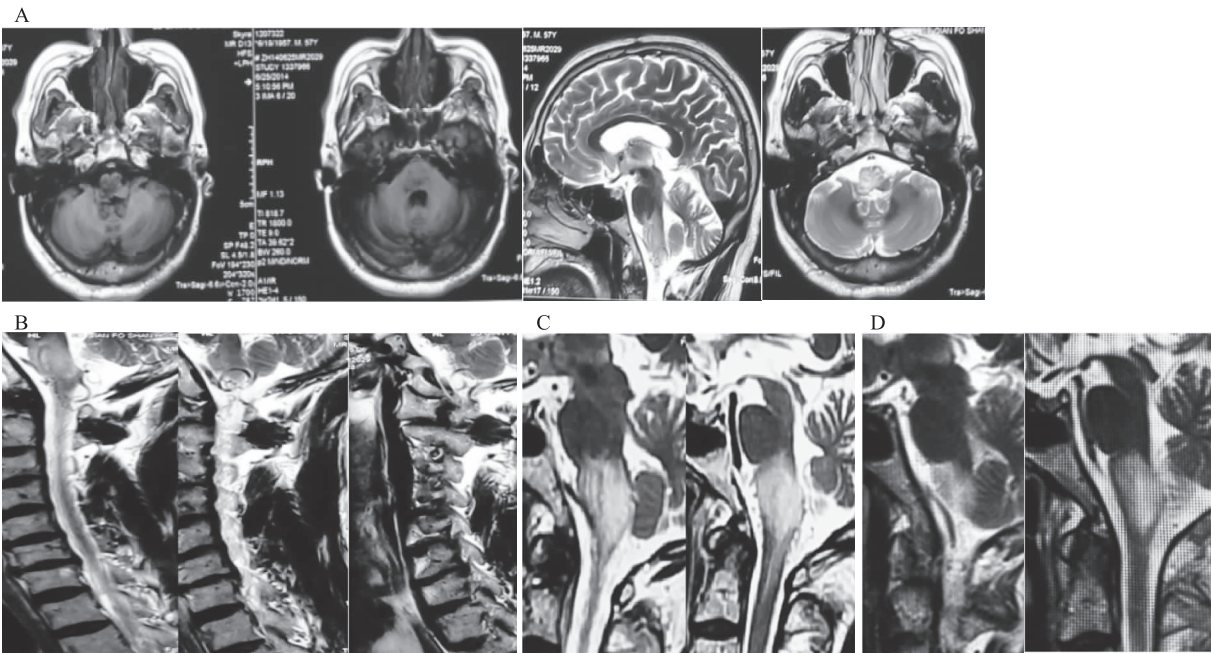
A,B 为头颅 MRI 显示桥脑及延髓增粗,T₁ 为低信号,T₂ 为高信号;B 为 T₂ 序列延髓及高颈段脊髓显示表面迂曲扩张血管流空影,部分强化;C 为 T₂ 序列延髓及高颈段脊髓显示术前延髓明显肿胀,呈高信号;D 为 T₂ 序列显示术后复查病变缩小,异常信号范围减小
